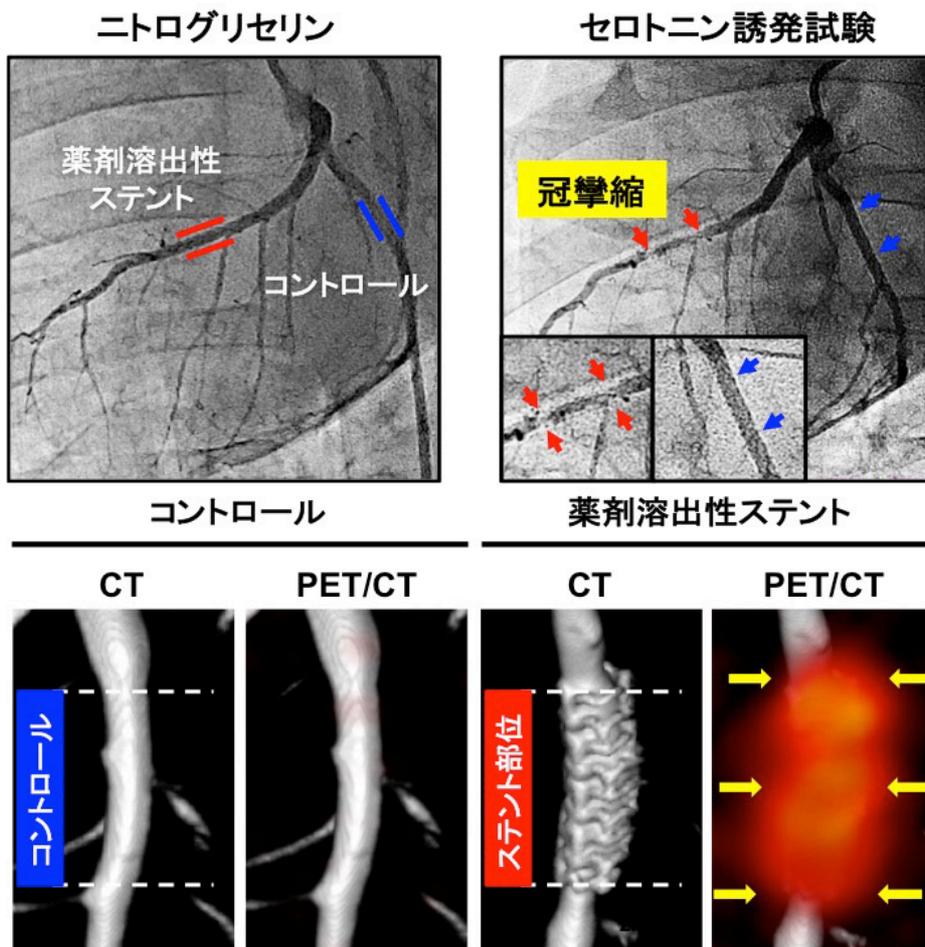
薬剤溶出性ステント植込後の冠攣縮の冠動脈造影所見と、同部位の ^{18}F -FDG PET イメージング
